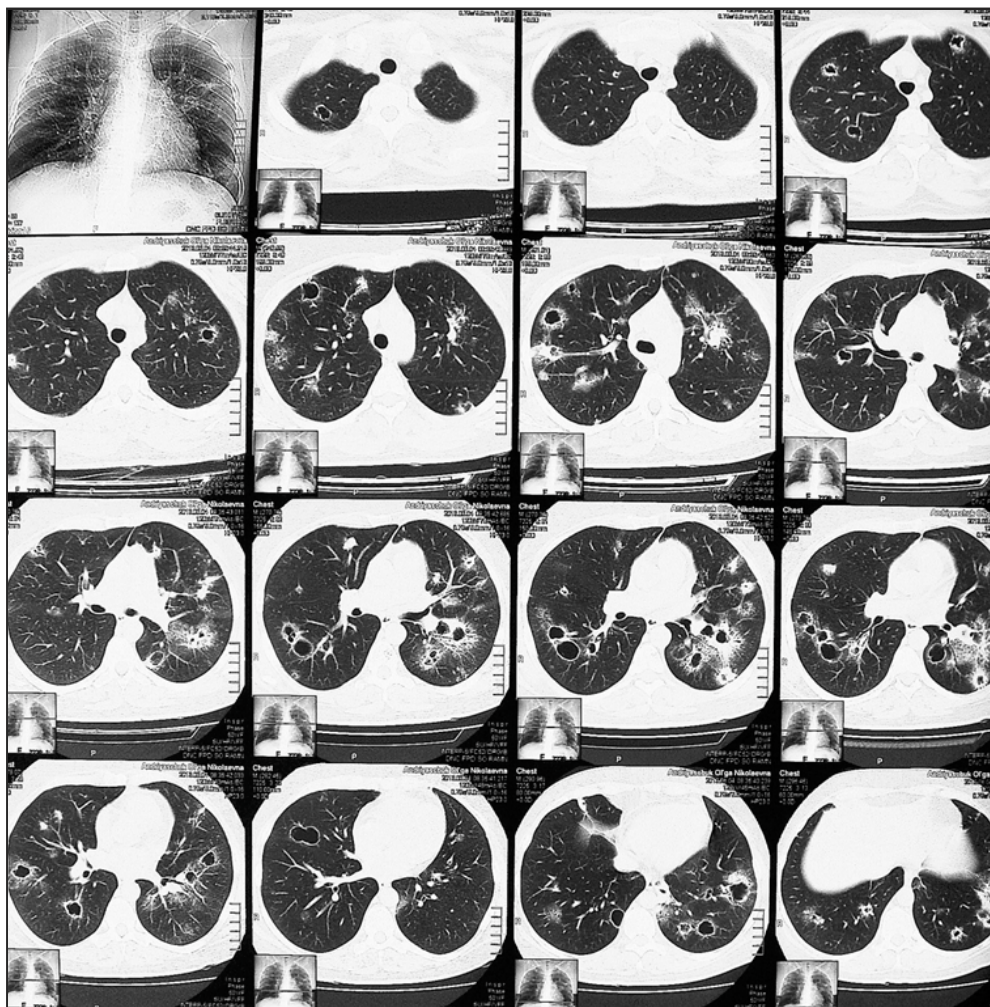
В обоих легких, начиная от верхушечных и до базальных сегментов, выявляются множественные тонкостенные воздушные кисты, диаметром от 5 до 32 мм. Окружающая легочная ткань местами уплотнена, прозрачность ее снижена по типу матового стекла. МСКТ-картина характерна для множественных полисегментарных тонкостенных полостных структур в обоих легких с перифокальным лимфангитом.
